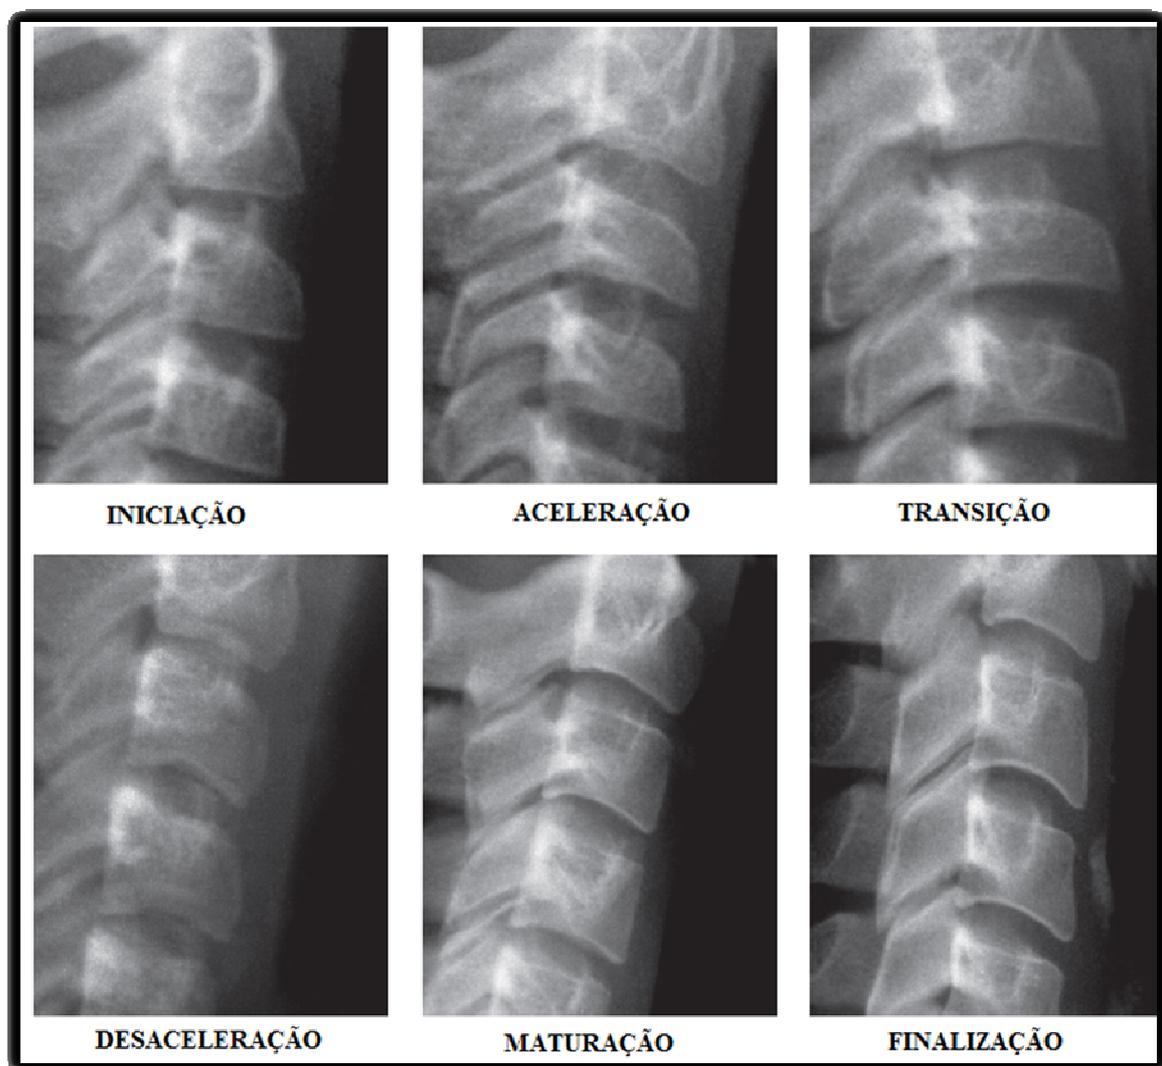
Radiografia cefalométrica demonstrando as diferentes fases de maturação esquelética.
